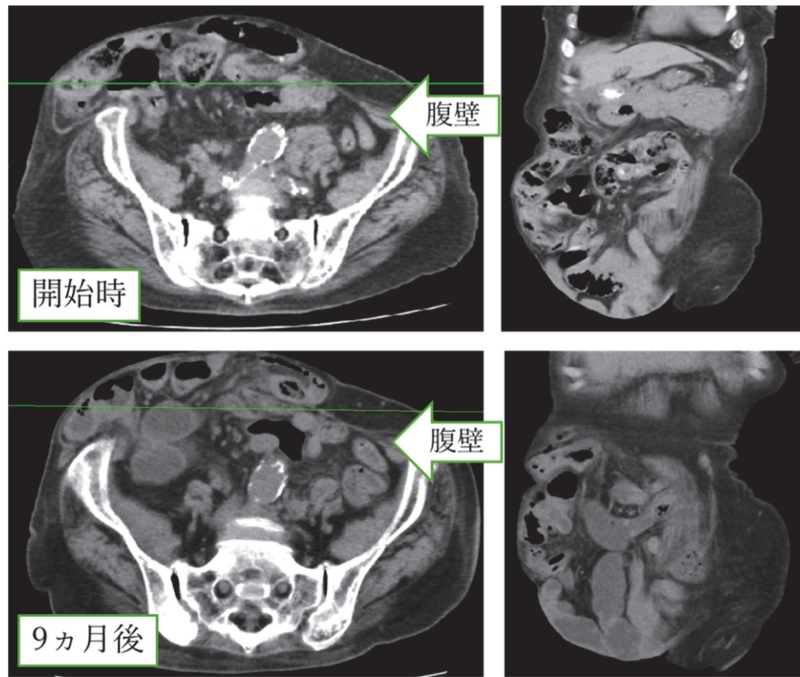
腹部CT画像による水平断と前額断での腹壁癒痕ヘルニアの評価
